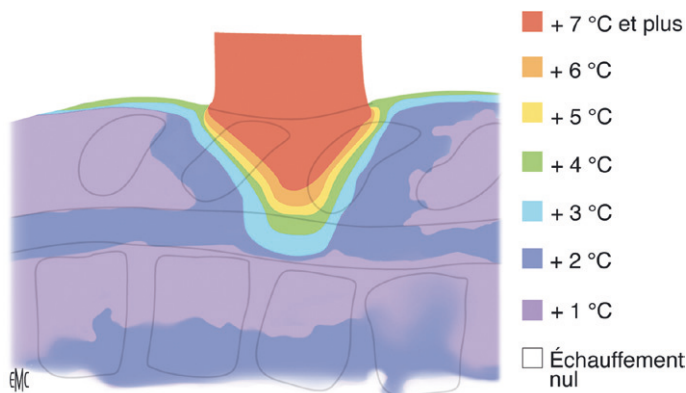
Échauffement du canal rachidien par les ultrasons.
